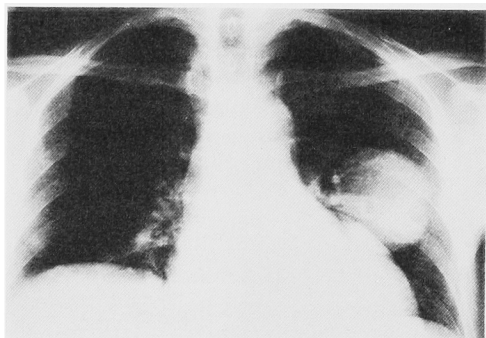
Chest roentgenography showed abnormal shadow in left field.
